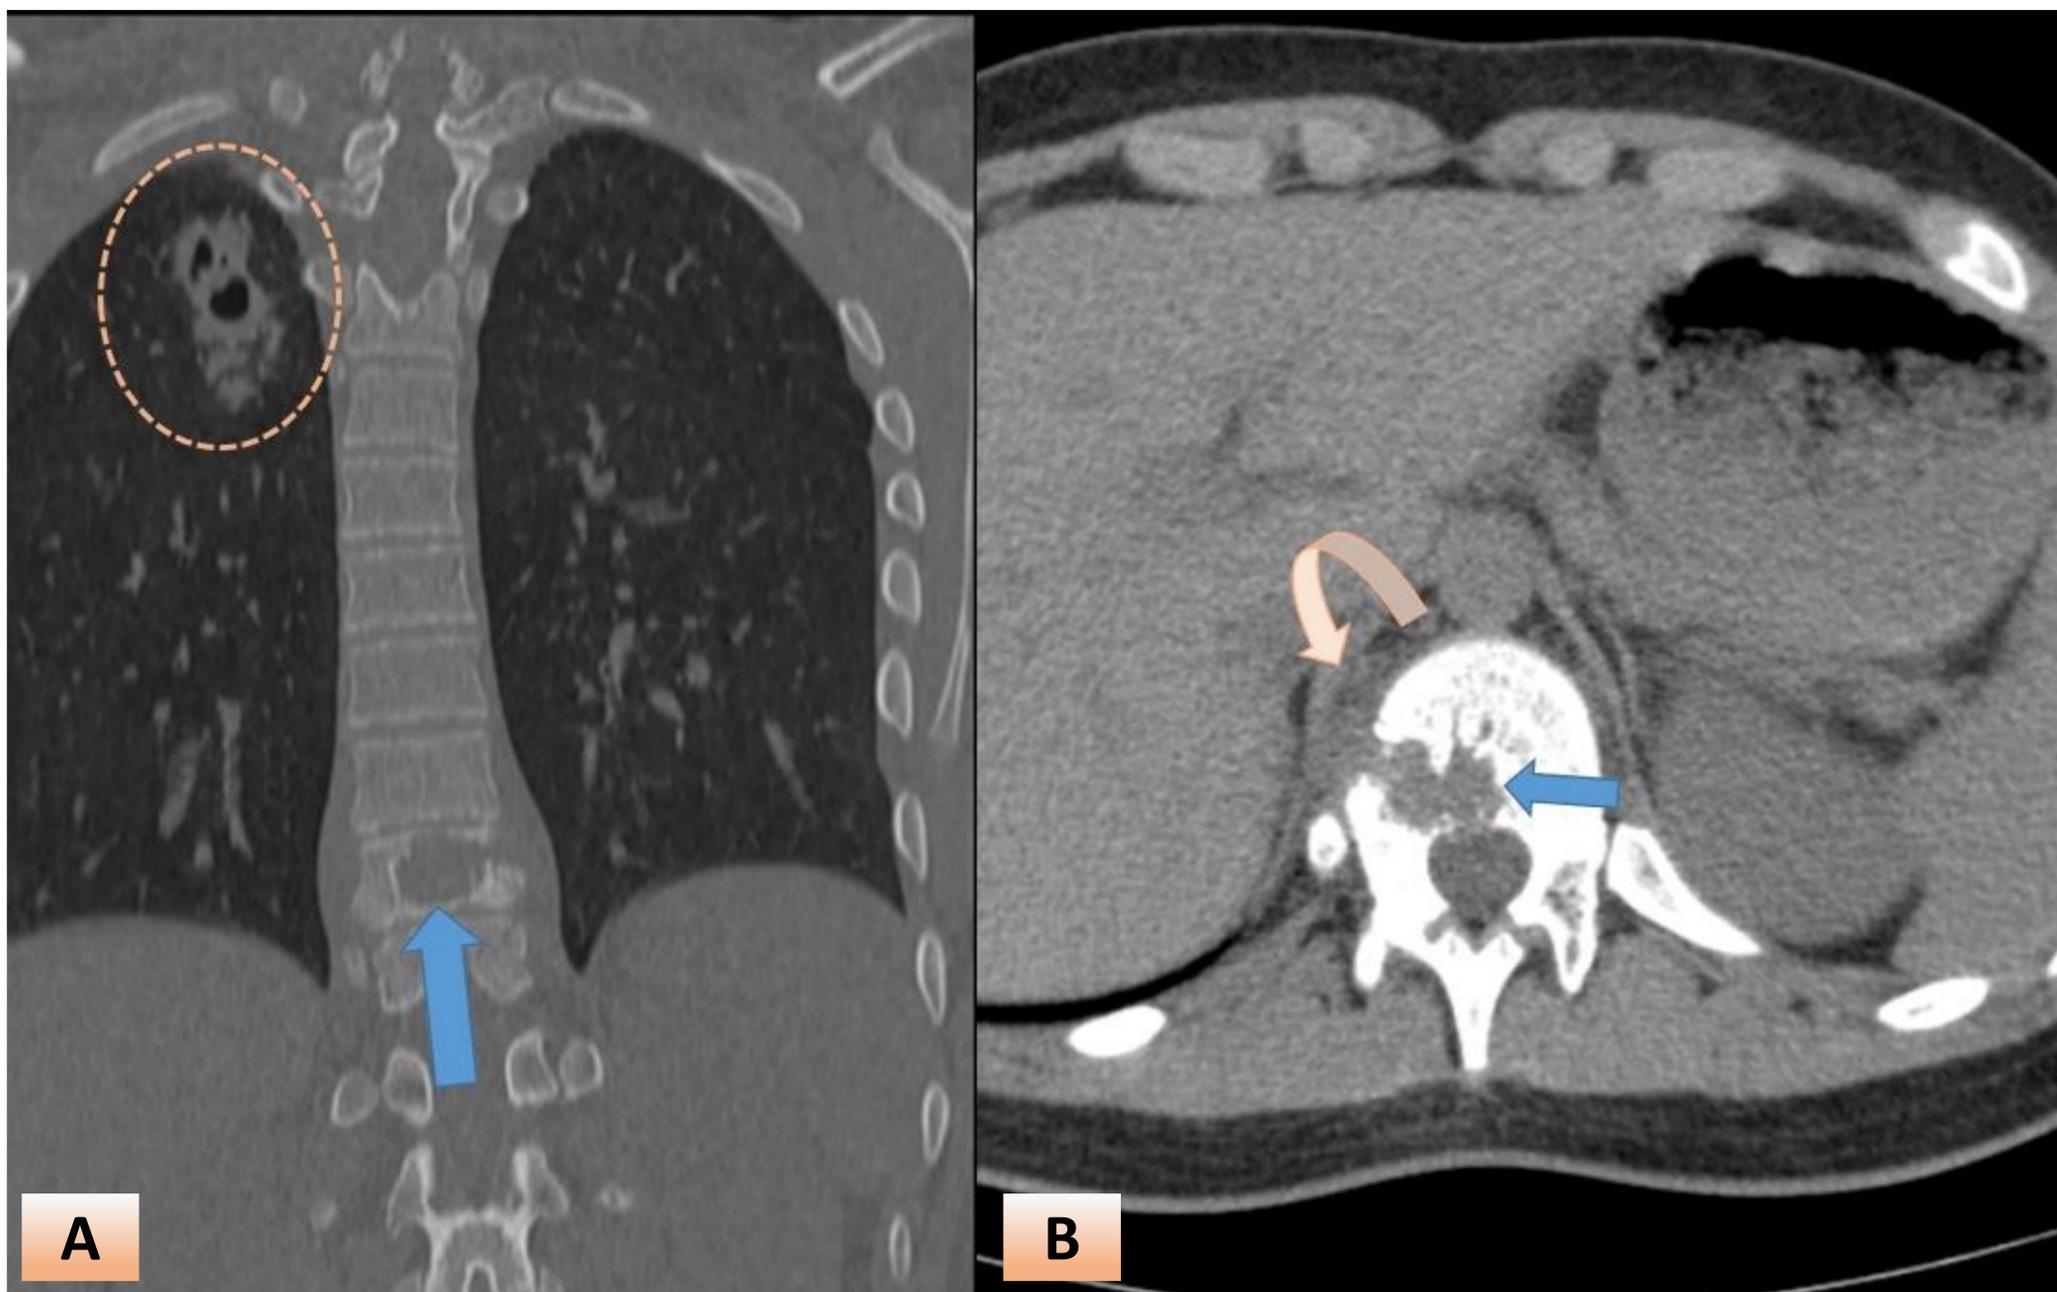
TUBERCULOSIS DE COLUMNA: Reconstrucción coronal (A) y corte axial (B) de TC de columna con ventana adecuada para valorar las estructuras óseas y partes blandas respectivamente. Se aprecia lesión lítica (flecha) que compromete al cuerpo de T10. Se agrega compromiso de las partes blandas adyacentes (flecha curva) y caverna en vértice pulmonar derecho (línea punteada)
